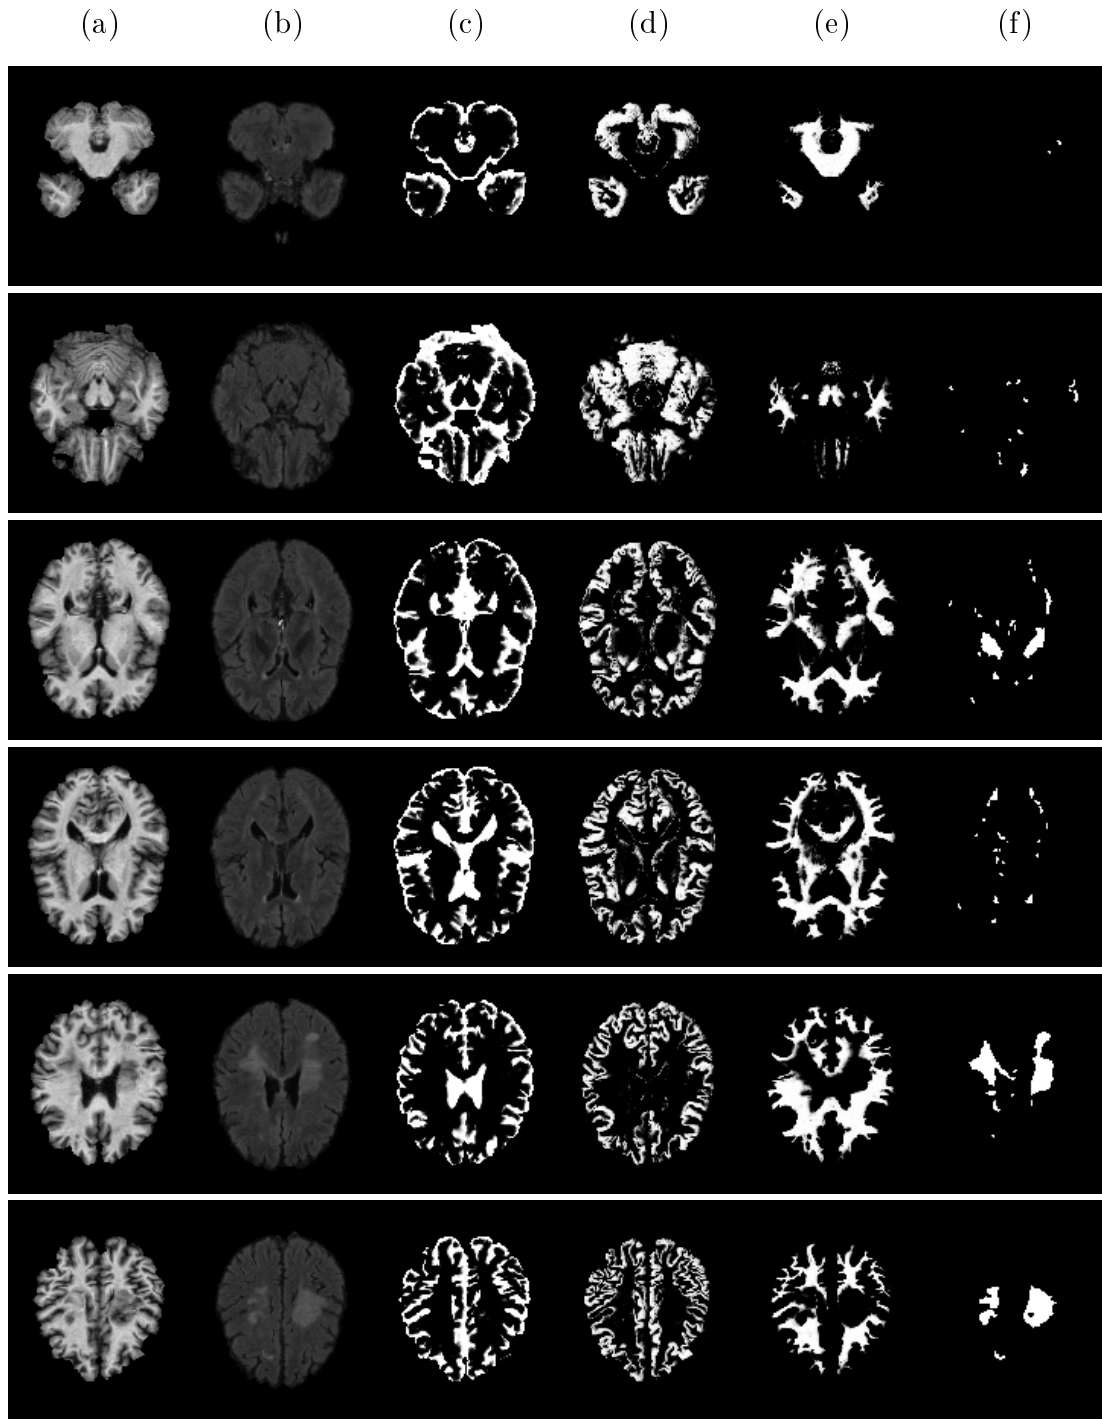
Segmentierung ohne Gehirn-Atlas für Patient 2. Energiefunktion (2.11) und Nachbarschaft zweiter Ordnung. (a) T_1 - und (b) FLAIR-Sequenzen, (c) segmentierte CSF, (d) GM, (e) WM und (f) Läsionen nach der Bildnachbearbeitung.
